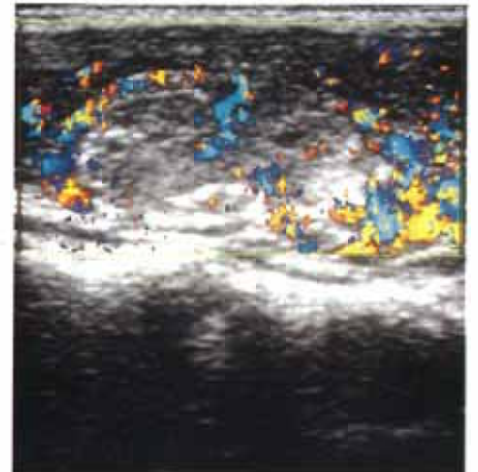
43-year-old woman with papillary carcinoma. Longitudinal scan shows inhomogeneous mass. In color Doppler imaging, tortuous vessels are demonstrated.
